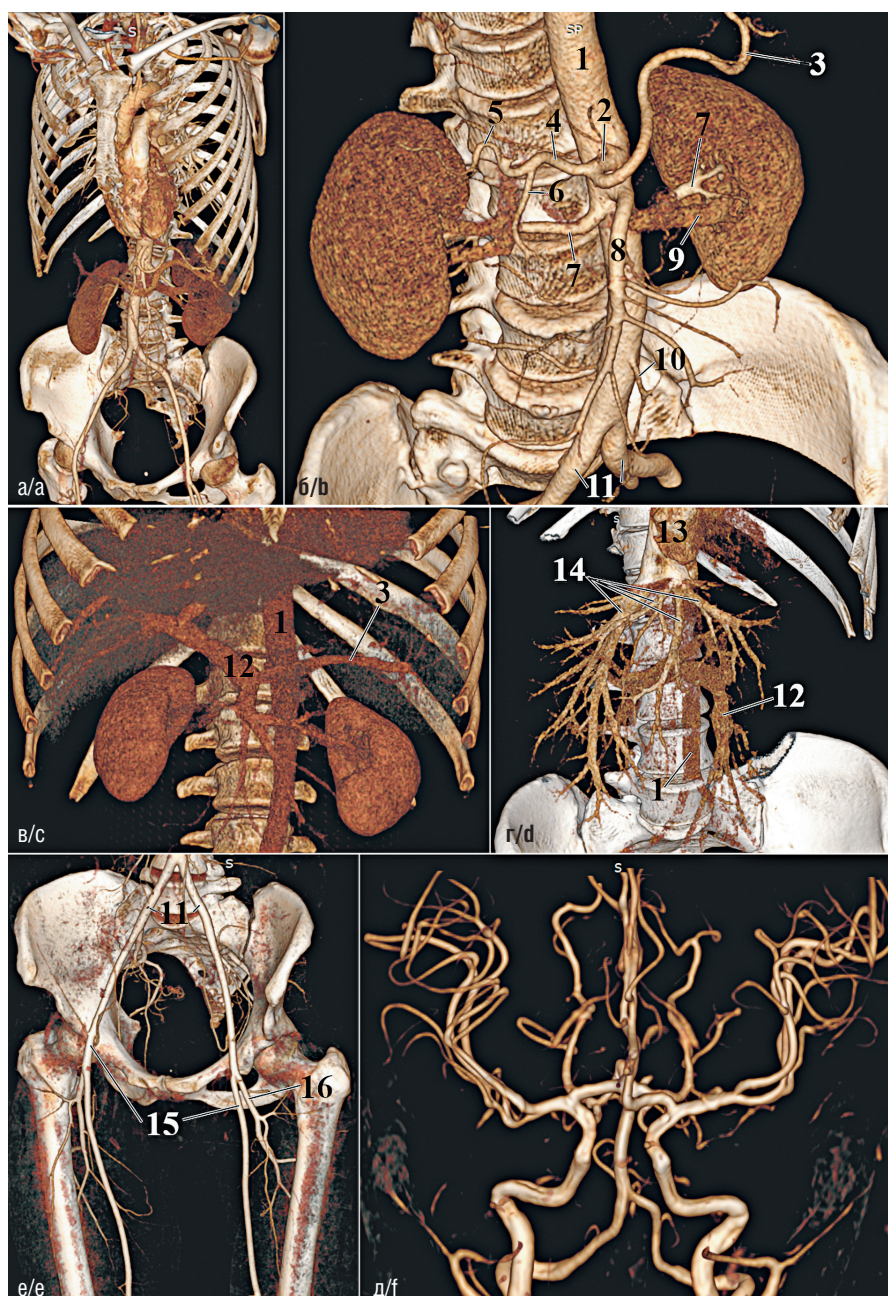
Визуализация сосудов КТ: а — артериальная фаза контрастирования ангиографии брюшной полости; б — ангиография брюшной аорты; в — венозная фаза контрастирования ангиографии брюшной полости; г — поздняя венозная фаза контрастирования ангиографии брюшной аорты; д — ангиография артерий малого таза и нижних конечностей; МРТ; е — ангиография артерий головного мозга. 1 — аорта; 2 — чревный ствол; 3 — селезеночная артерия; 4 — общая печеночная артерия; 5 — собственная печеночная артерия; 6 — гастродуоденальная артерия; 7 — почечная артерия; 8 — верхняя брыжеечная артерия; 9 — почечная вена; 10 — нижняя брыжеечная артерия; 11 — общие подвздошные артерии; 12 — воротная вена; 13 — нижняя полая вена; 14 — печеночные вены; 15 — бедренные вены; 16 — глубокая артерия бедра
